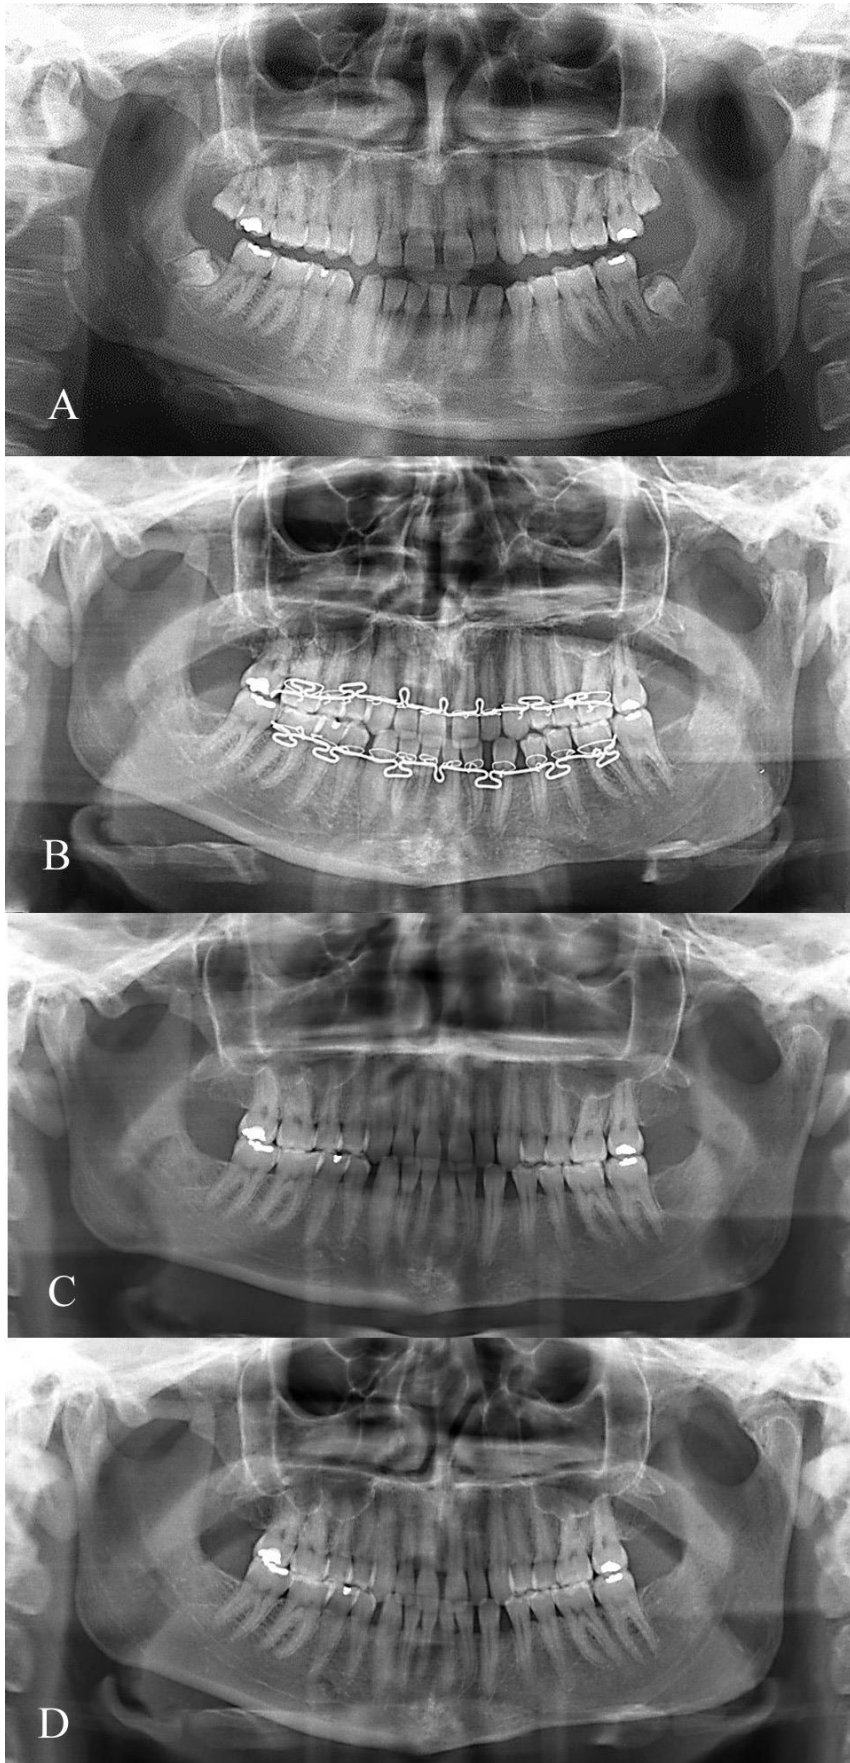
Radiographies panoramiques successives chez une patiente présentant une forme verticale d'hypercondylie gauche; A : radiographie préopératoire ; B : Post-opératoire immédiat après condylectomie gauche, ostectomie du bord basilaire homolatéral, mise en place d'arcs souples, extraction des 4 troisièmes molaires ; C : 6 mois post-opératoire ; D : 18 mois post-opératoire
